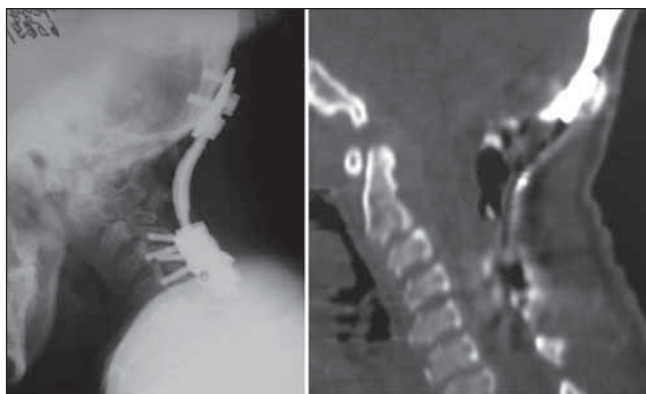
Рентгенограмма и компьютерная томограмма шейного отдела позвоночника после операции, положение металлоконструкции правильное
